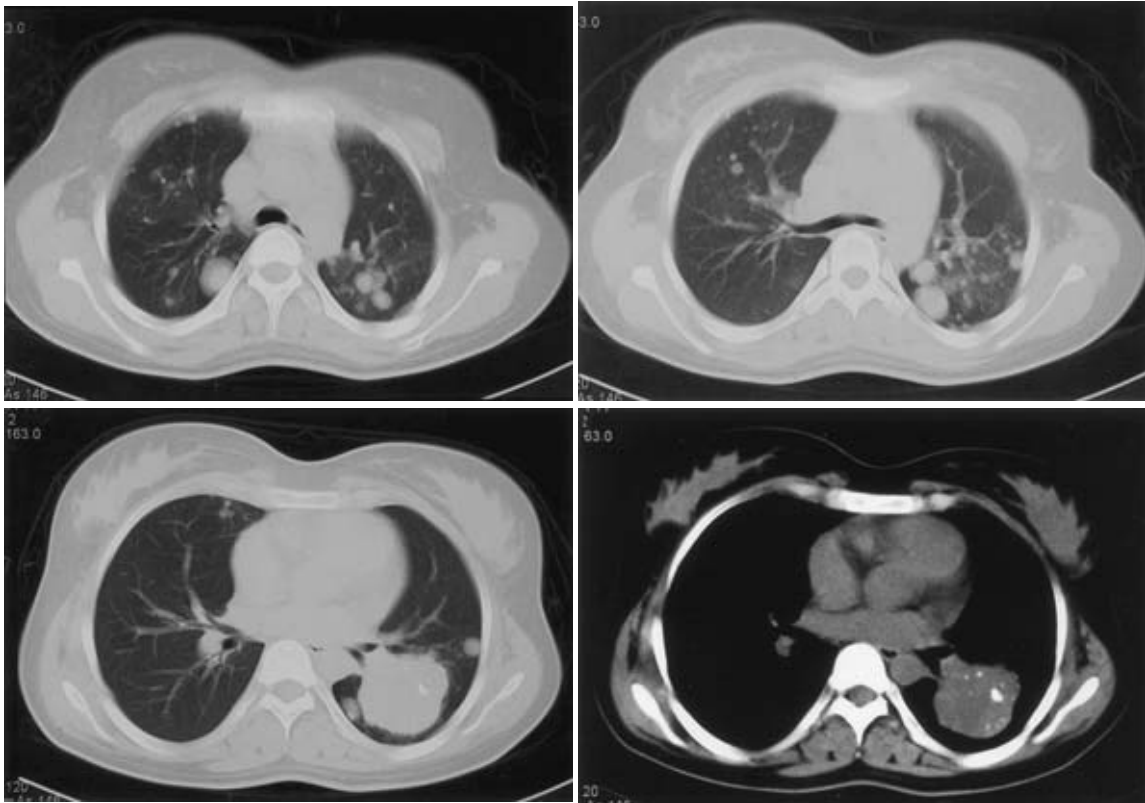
Chest CT showing bilateral multiple pulmonary nodules ranging in size up to 5 cm in the longest dimension. Nodules have clear margins and smooth contour. Although most of the nodules are internally homogeneous, some of them have calcified areas. No lymphadenopathy or pleural effusion is seen.
